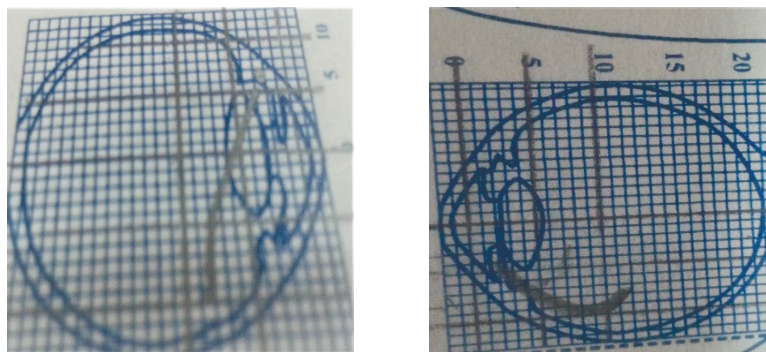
Рентгенлокализации ВГИТ
